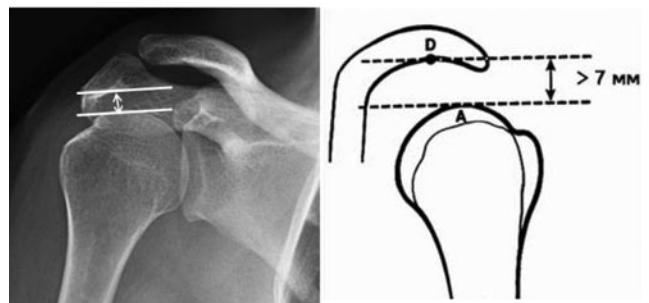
Вимір субакроміального простору на схемі та рентгенограмі плечового суглоба в прямій проекції.
